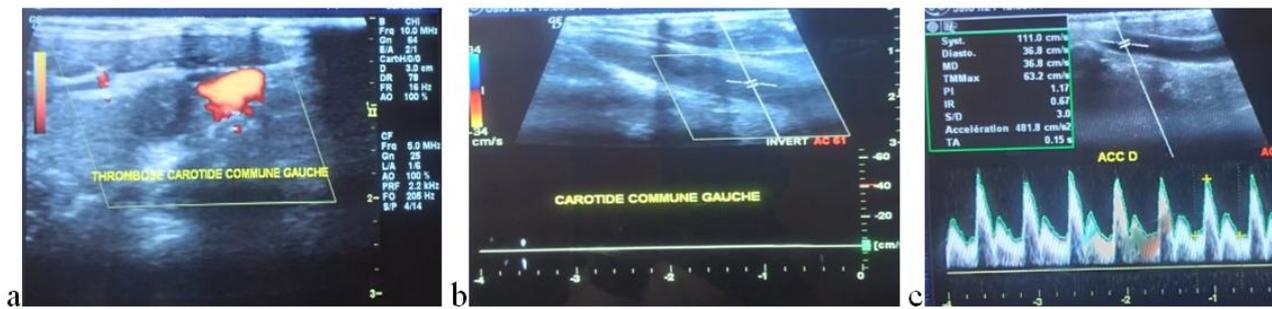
Coupe échographique axiale en mode doppler couleur (a) et longitudinale en doppler pulsé de la carotide commune gauche montrant une thrombose. Coupe échographique longitudinale en doppler pulsé de la carotide commune controlatérale normale (c).
